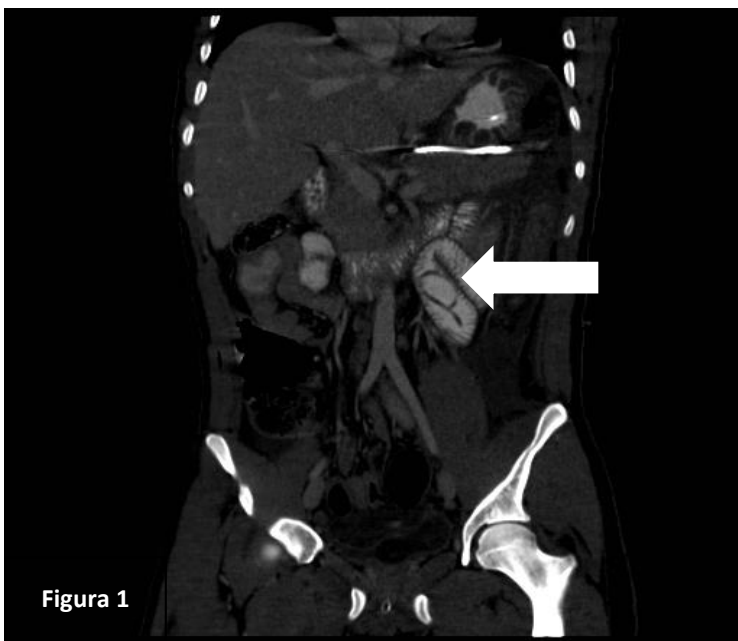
TC abdominal con contraste que muestra el páncreas aumentado de volumen, con estriación de la grasa peripancreática junto con imagen tubular a nivel de yeyuno compatible con ascariasis (Flecha blanca). Figura 2. TC abdominal con contraste que muestra zona hipodensa a nivel de la cabeza del páncreas con realce periférico compatible con necrosis pancreática encapsulada (Flecha blanca).
